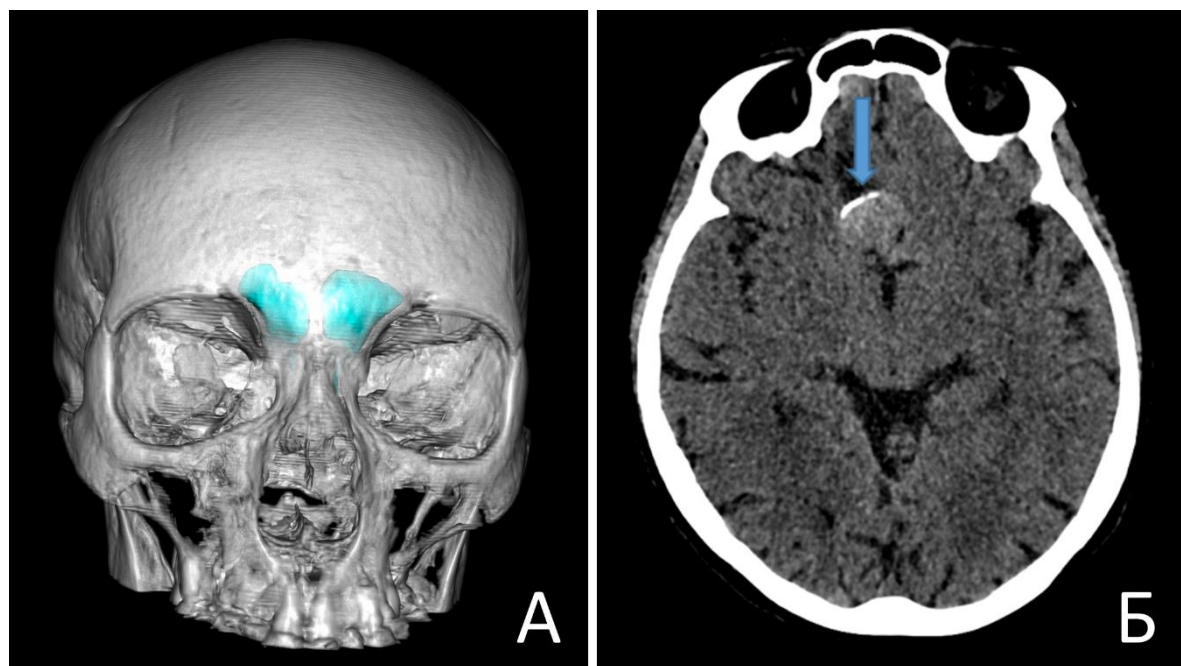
А. Сегментация лобных пазух на основе КТ для планирования трепанации; Б. Кальцификат в стенке крупной коммуникантной аневризмы (стрелка)
